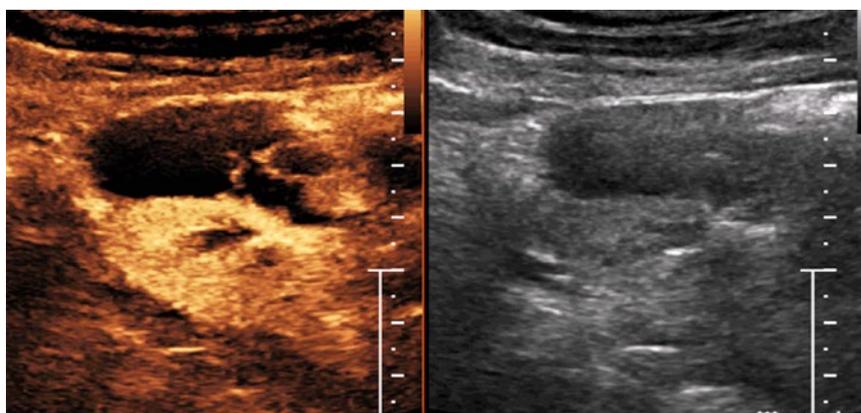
Контрастирование сложной кисты. Артериальная фаза. У пациента со сложной кистой и перегородками при многократном КТ-исследовании были сомнения в стадии по М. А. Bosniak. При использовании КУУЗИ сложная киста визуализируется с тремя контрастируемыми перегородками.
